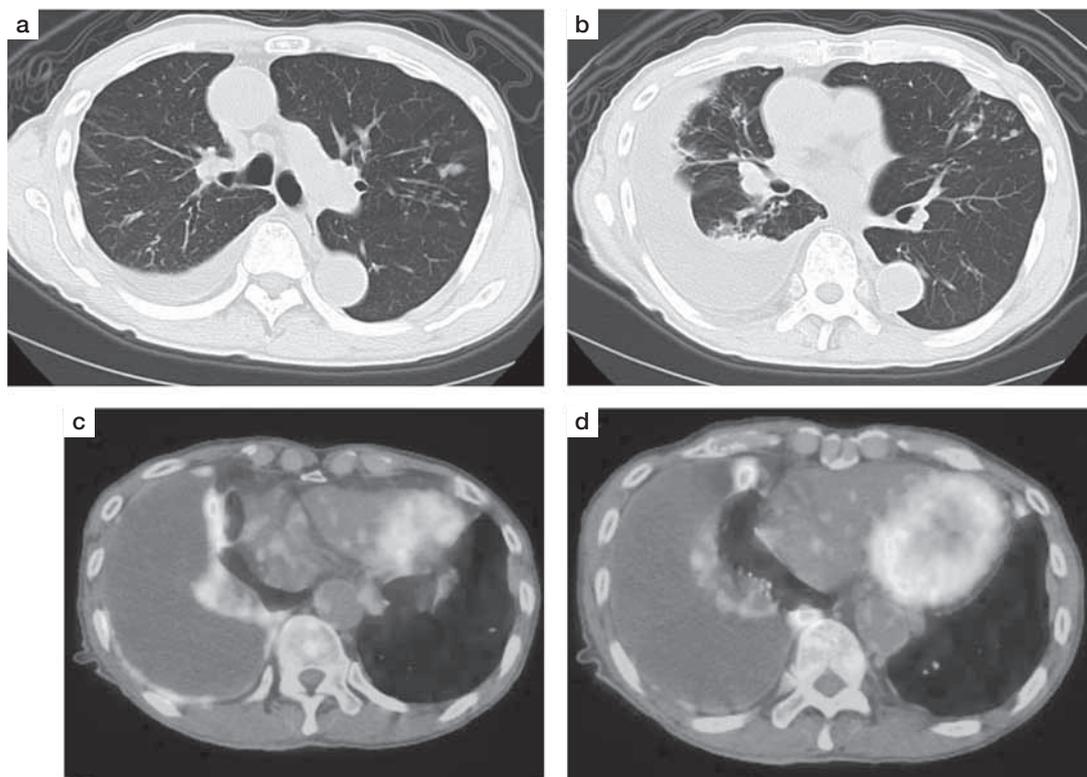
CT and FDG-PET/CT showed pleural thickenings and FDG uptakes along the right pleura.
